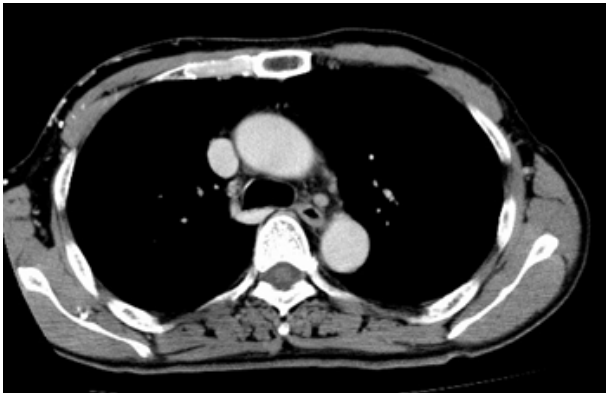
Contrast-enhanced chest CT, 35 days after the administration of alectinib and edoxaban. The No. 5 lymph node and superior vena cava thrombus had shrunk.
